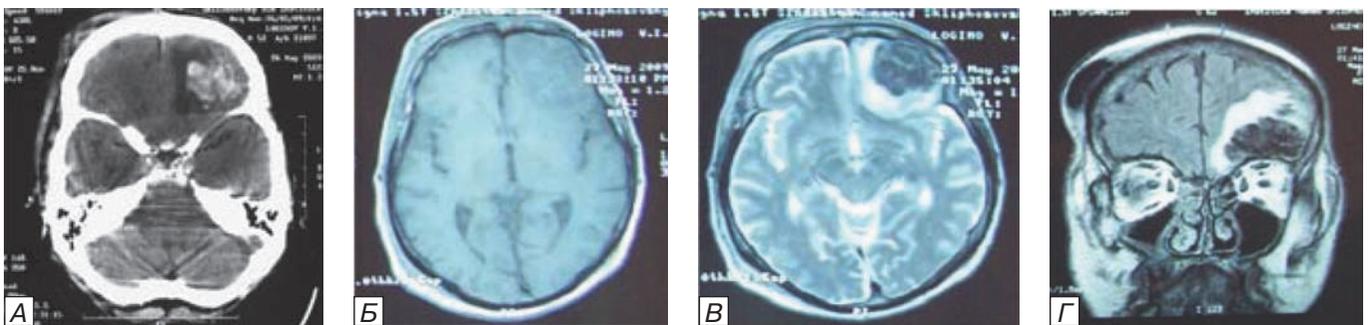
Очаг ушиба головного мозга в базальных отделах левой лобной доли объемом 15 см³. 3-и сутки с момента травмы. А) КТ головного мозга. Аксиальный срез. В левой лобной доле визуализируется очаг ушиба неоднородно повышенной плотности 50-65 ед.Н, окруженный гиподенсивной зоной перифокального отека плотностью 22 ед.Н. Б) МРТ. T1-ВИ. Аксиальная проекция. Очаг ушиба в левой лобной доле — область с изо- и гипоинтенсивным сигналом, зона перифокального отека — гипоинтенсивный сигнал. В) МРТ. T2-ВИ. Аксиальная проекция. Очаг ушиба в левой лобной доле пониженной интенсивности, перифокальный отек — повышенной, достаточно четко отграниченный. Г) МРТ. FLAIR. Фронтальная проекция. Очаг ушиба в левой лобной доле пониженной интенсивности с высокоинтенсивным перифокальным отеком.
